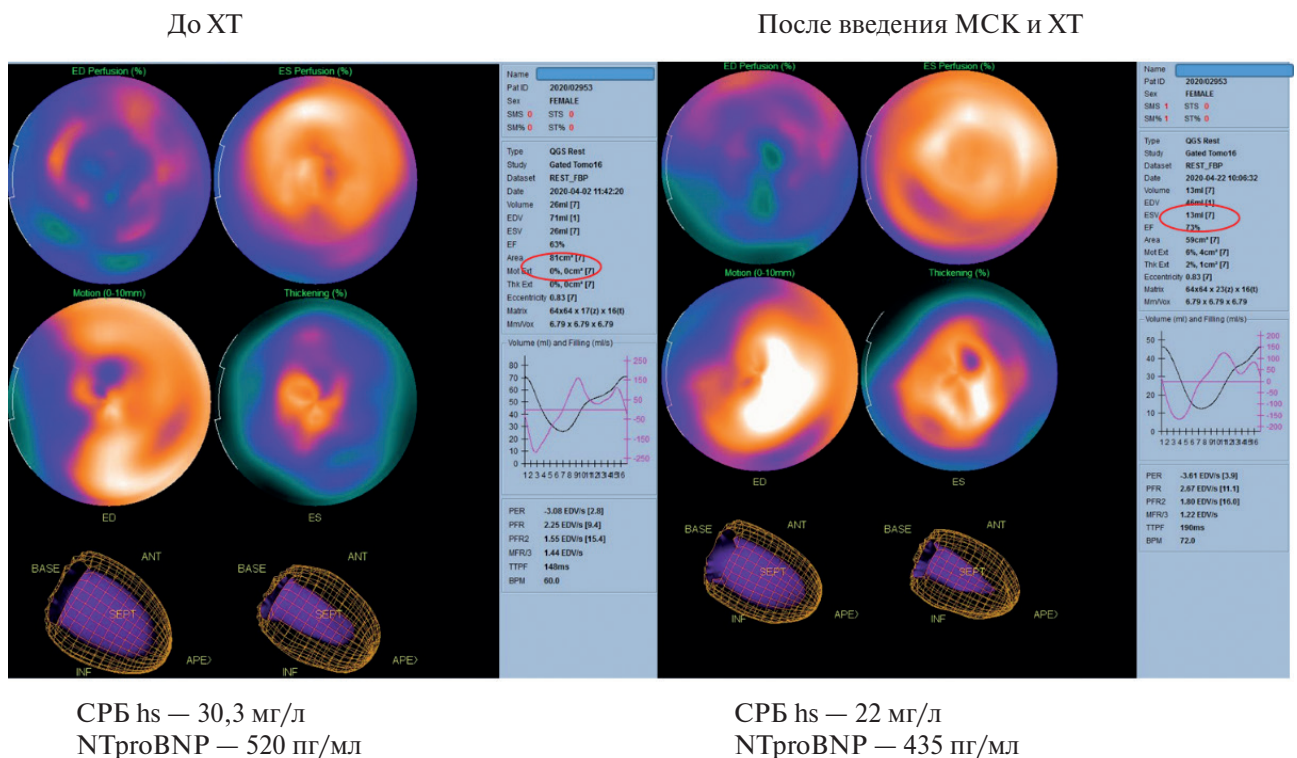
Динамика показателей однофотонной эмиссионной компьютерной томографии миокарда с 99 МТС-метоксиизобутилизонитрилом и кардиомаркеров у пациентки с диагнозом: Рак прямой кишки cT4aN1aM1a, стадия IVA, ПХТ по схеме FOLFOX. Примечание: ХТ — химиотерапия, ПХТ — полихимиотерапия, CPB hs — высокочувствительный С-реактивный белок, NTproBNP — N-терминальный фрагмент мозгового натрийуретического пропептида.
